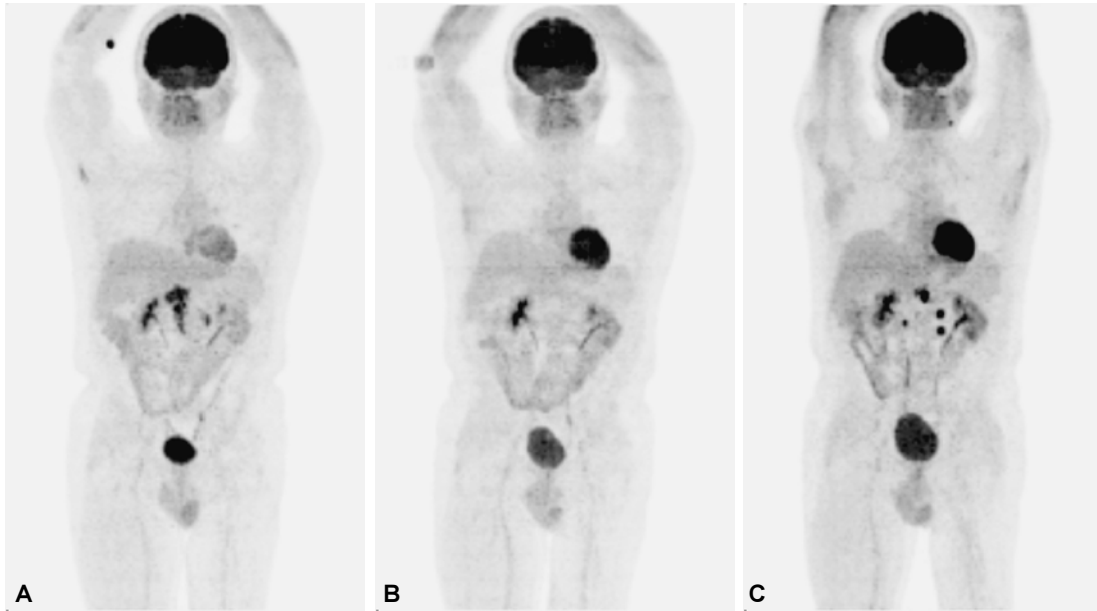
Paciente tratado por linfoma No Hodgkin el cual presentó recurrencia después de haber mostrado respuesta completa al finalizar el tratamiento. Imágenes MIP de estudios PET-CT secuenciales. A) Estudio obtenido previo a tratamiento en donde se observa actividad metabólica en el retroperitoneo en relación a actividad tumoral. B) Al finalizar el tratamiento no hay evidencia de actividad metabólica anormal por lo que se considera respuesta completa. C) Estudio obtenido un año después de concluido el tratamiento identificándose recurrencia en retroperitoneo.
